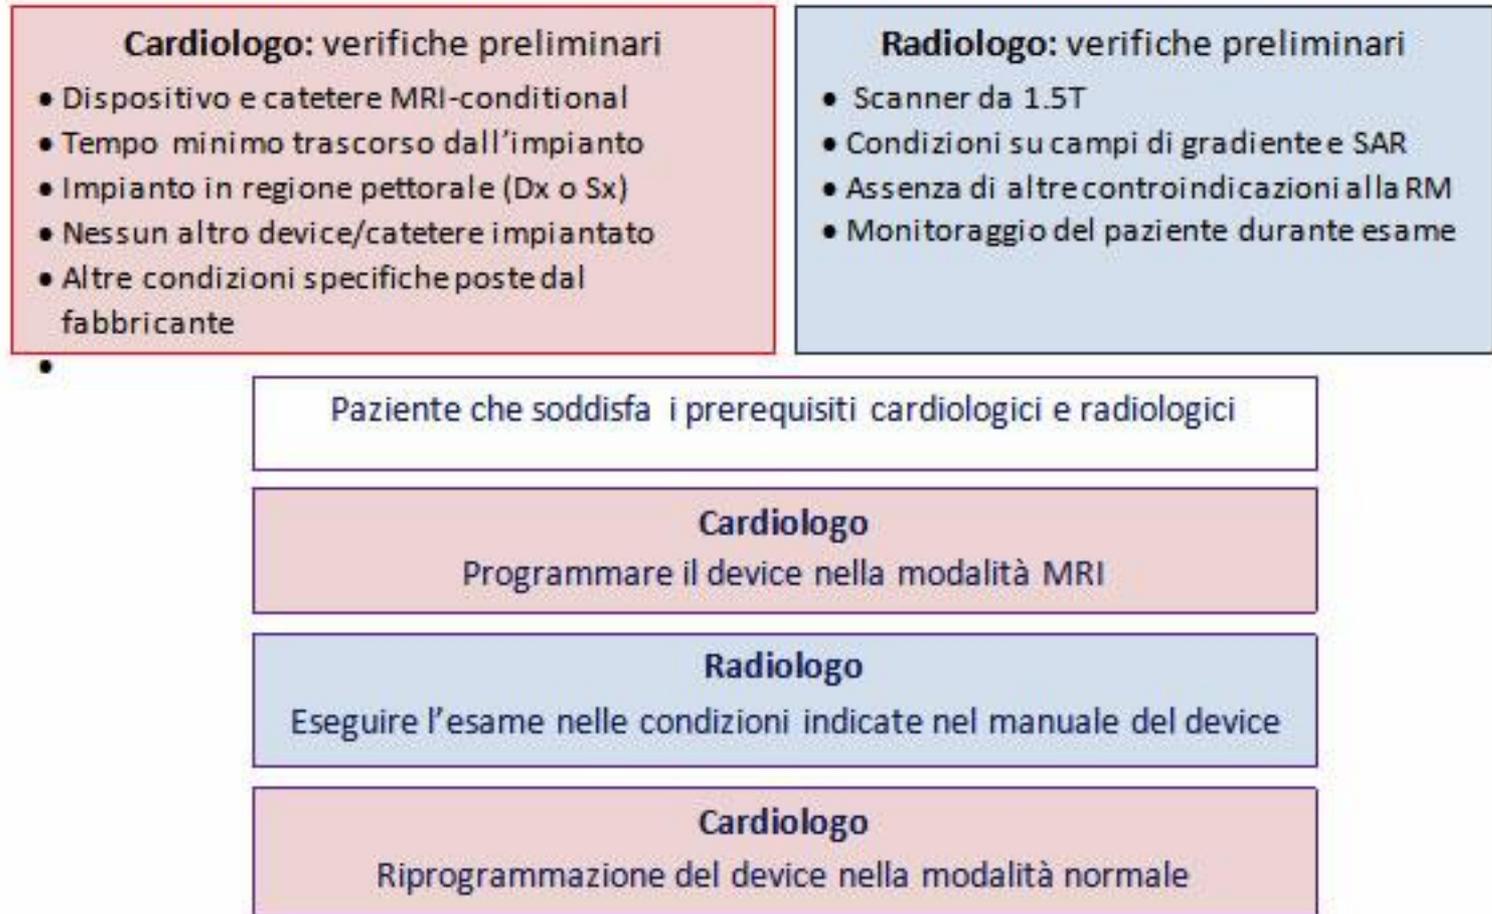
Esempio di flow-chart per la pianificazione di un esame MRI, in paziente con impianto MRI-conditional.
